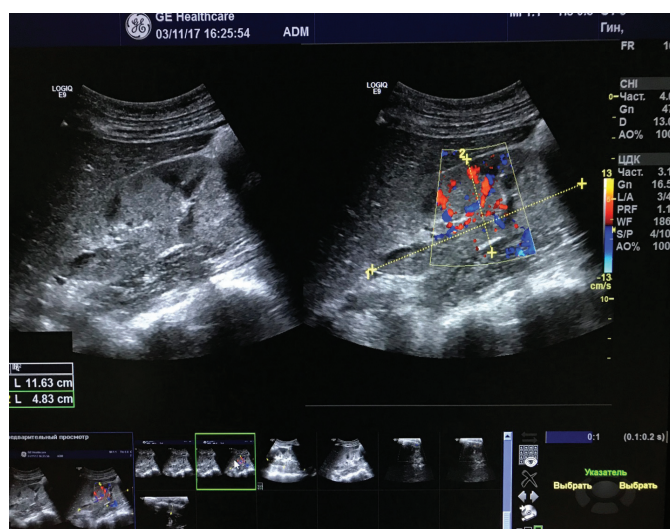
УЗИ правой почки. Выраженные диффузные изменения паренхимы почки. Граница между корковым и мозговым веществом практически не прослеживаются.
